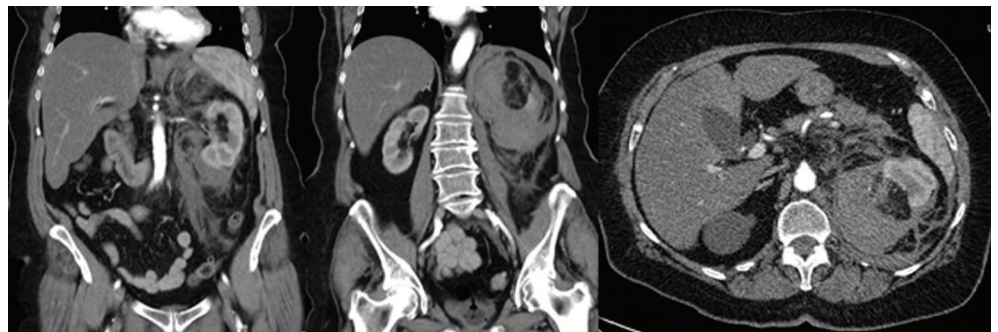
Nierenruptur im oberen Drittel der linken Niere bei vorliegendem Angiomyolipom mit erheblicher retroperitonealer Einblutung (Computertomografie mit Kontrastmittel).
